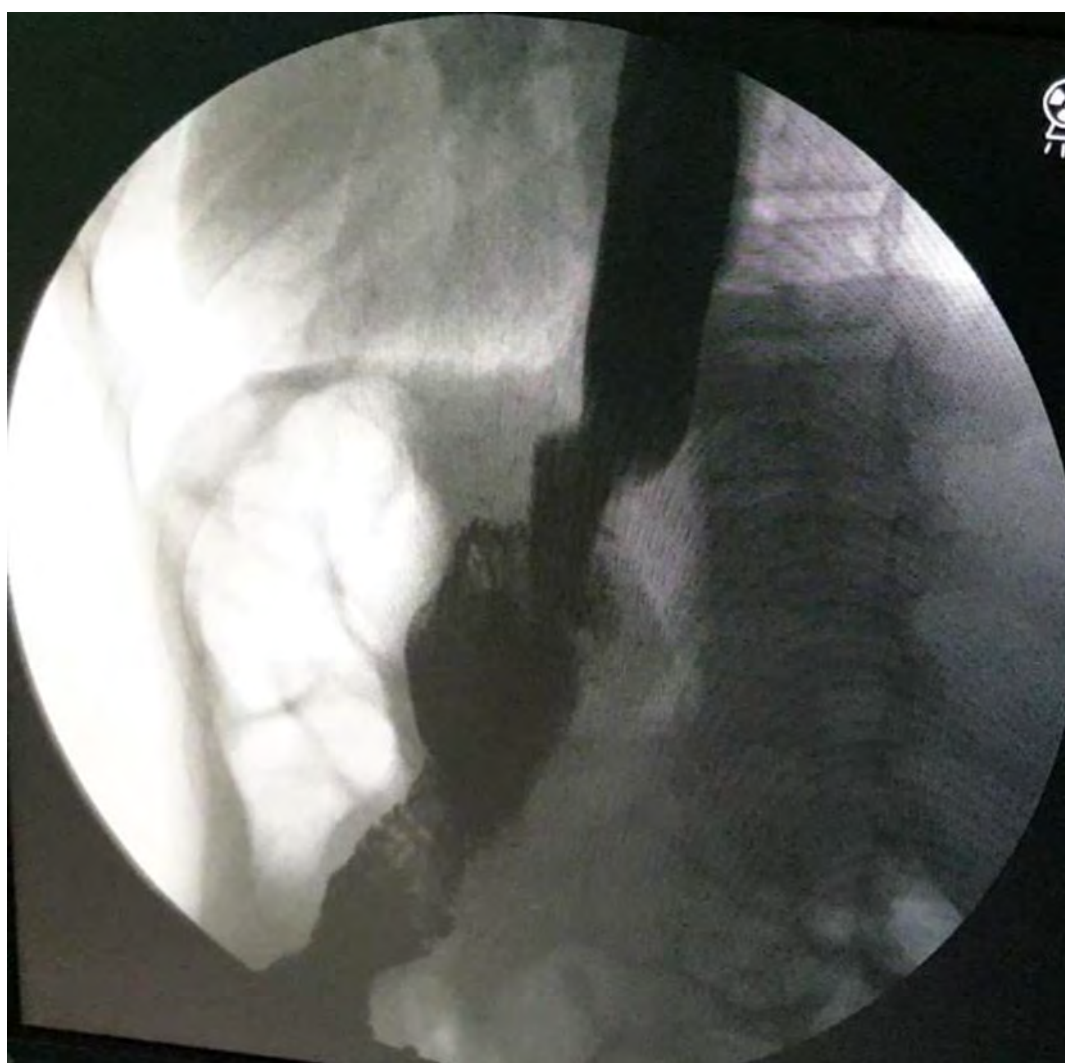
Вигляд анастомозу після операції під час рентген дослідження прохідності з контрасною речовиною.
